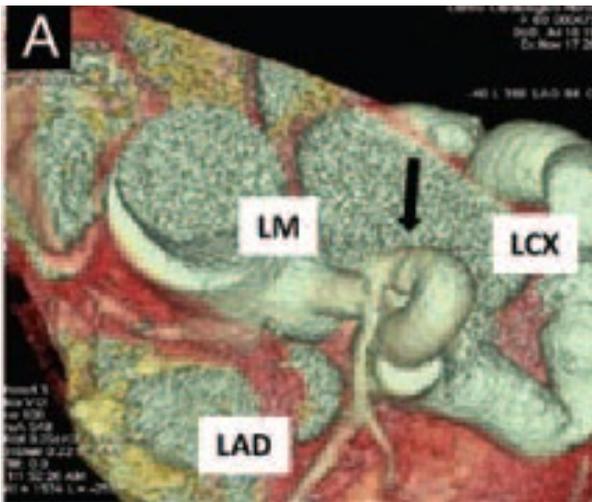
TAC. LM = left main; LAD = left anterior descending; LCX = circumflex artery.
